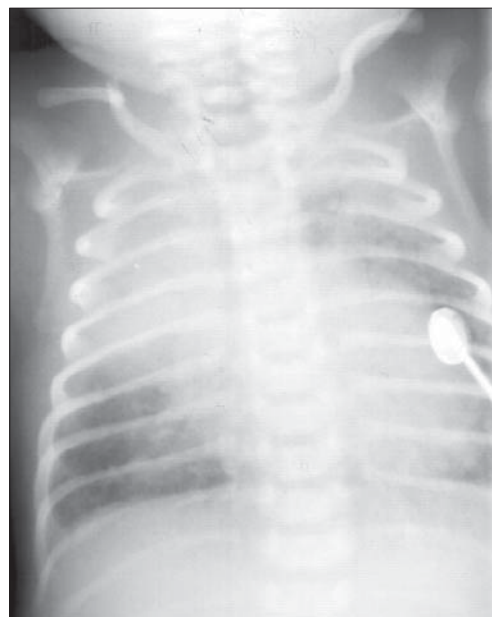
Sindrom de aspirație meconială Radiografie toracică AP. Atelectazie lob superior drept. Aspect reticulonodular. Hiperinflație.
